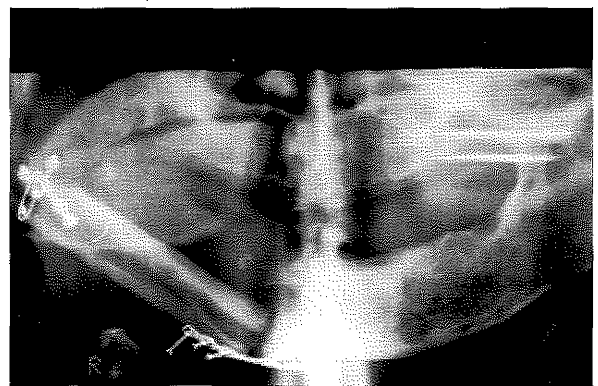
4. olgunun ameliyat öncesi ön arka görünümü. B: Ameliyat öncesi bilgisayarlı tomografi de tümörün görünümü. C: Ameliyat sonrası panoramik mandibula grafisinde defektin onarılmış durumu. D: 5. gün çekilen sintigrafisinde flepte arteriel fazdaki tutulum.
